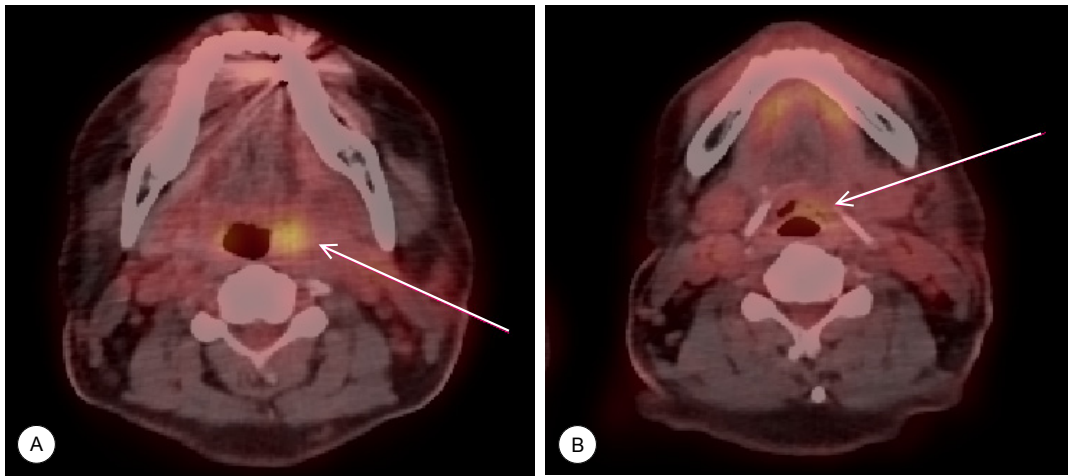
PET-CT scan image. Asymmetric increased uptake of F-deoxyglucose in left side tonsil fossa(A) and base of tongue(B). (arrowed).
